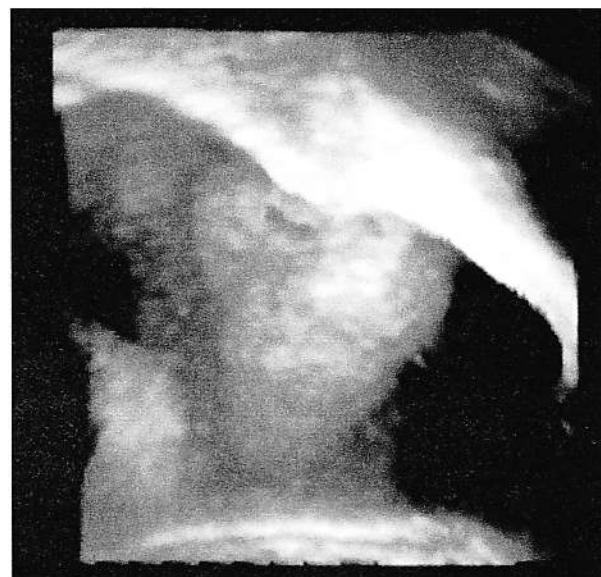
Neoplasm rectal – formă polipodă – imagine obținută prin explorare ecografică endovaginală.
